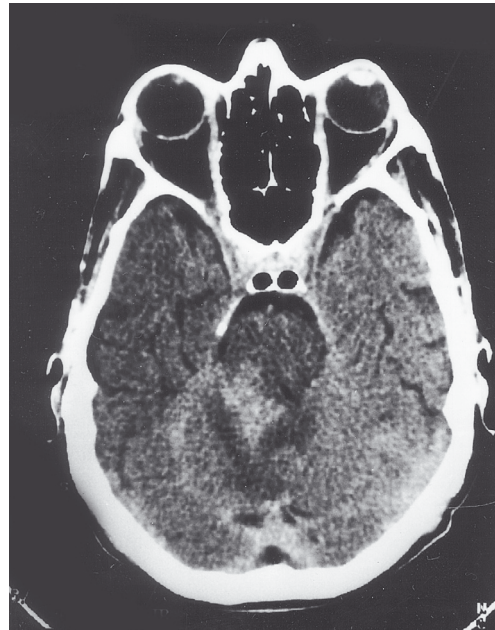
TC apresentando extenso hematoma no hemisfério cerebelar direito.*
